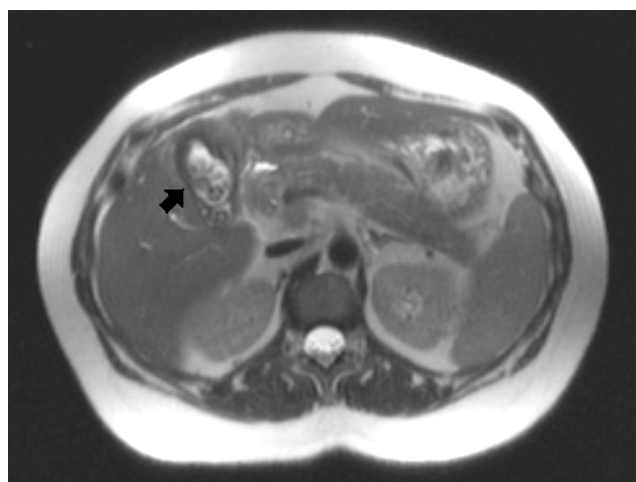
Ressonância nuclear magnética de abdômen mostrando vesícula de paredes espessadas com múltiplos cálculos no interior, discreta dilatação da via biliar intra-hepática, prótese no interior do hepatocolédoco e pequena coleção perivesicular.
